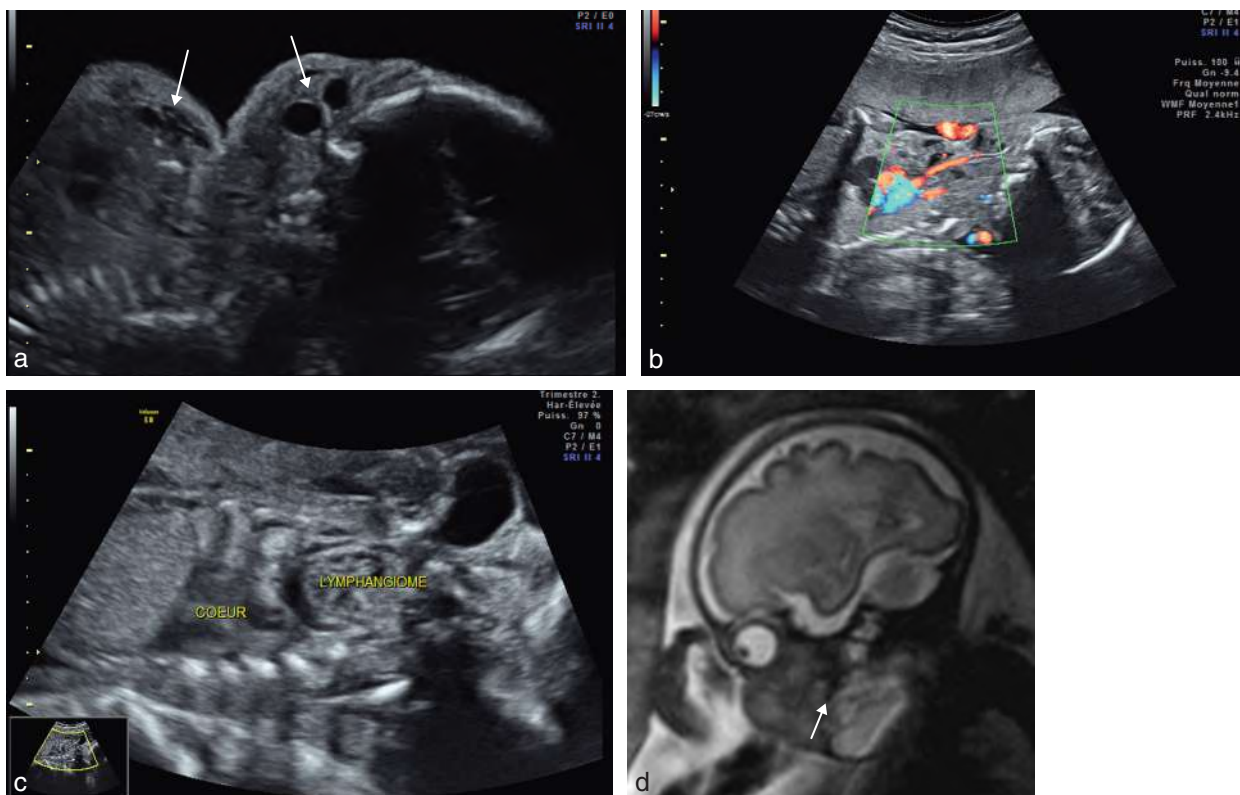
Lymphangiome kystique cervicothoracique. a. 29 SA. Masse latéro-cervicale (→) s'étendant jusqu'à la paroi thoracique. b. Même fœtus. Doppler couleur sur les vaisseaux carotidiens. c. Même fœtus. Extension médiastinale suspectée. d. IRM. Lymphangiome kystique du cou s'étendant vers le plancher buccal (→).
